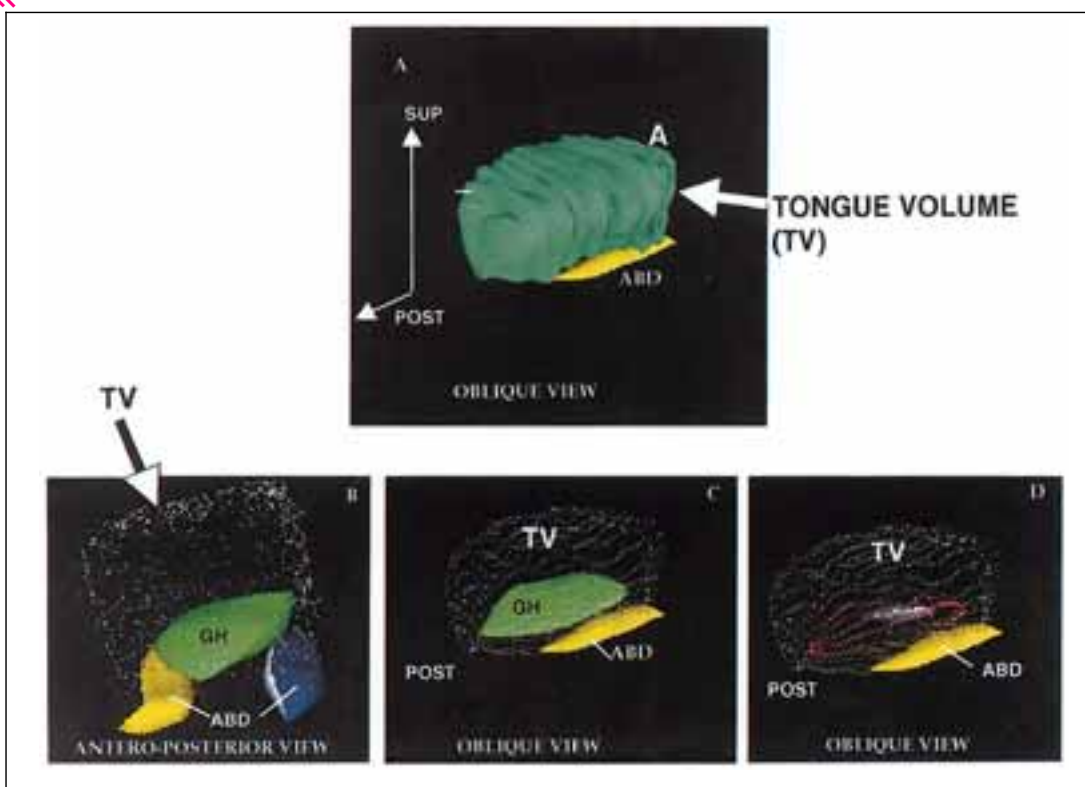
Volume measurement of 3D ultrasound images. Using MeshDraw software, the volume of the tongue as a solid rendering is presented. Images used to create the solid rendering are presented (middle) along with the graphical interface (left).
